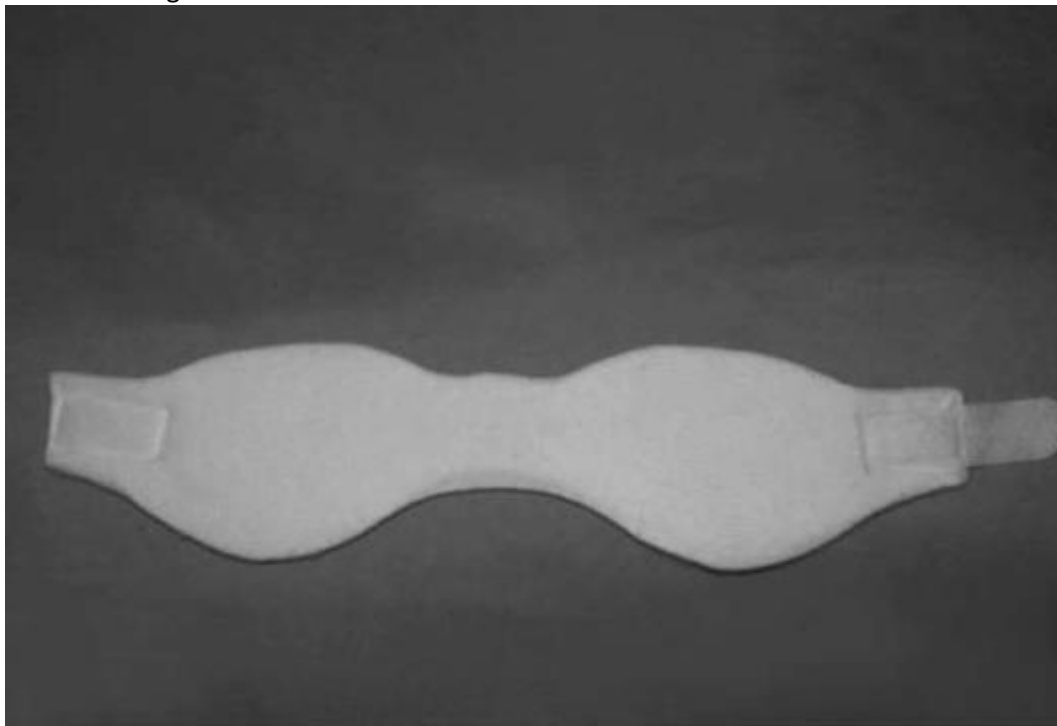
Фиксирующее устройство для рентгенографии шейного отдела позвоночника детям до 6 месяцев
